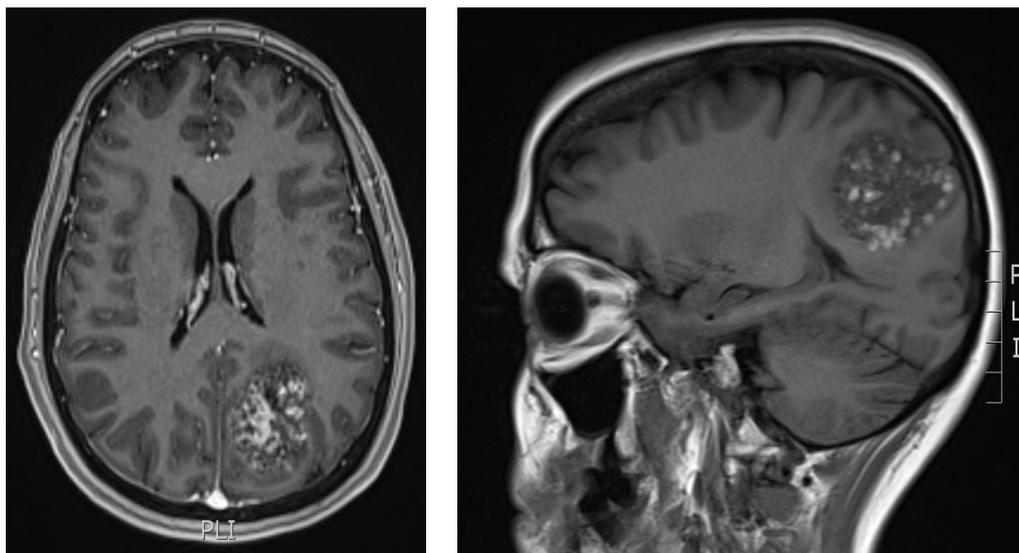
Imagen “en palomita de maíz” en RM cerebral con cavernoma parietal izquierdo.
